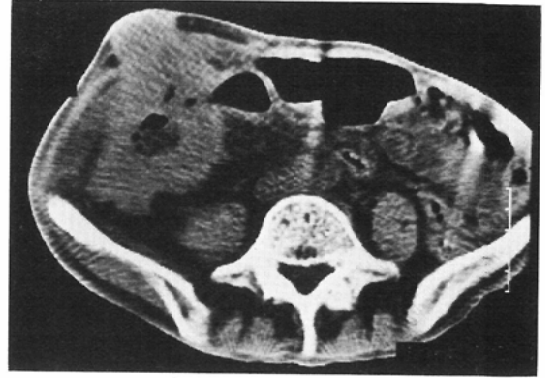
CT image of Case 5. Before treatment.
